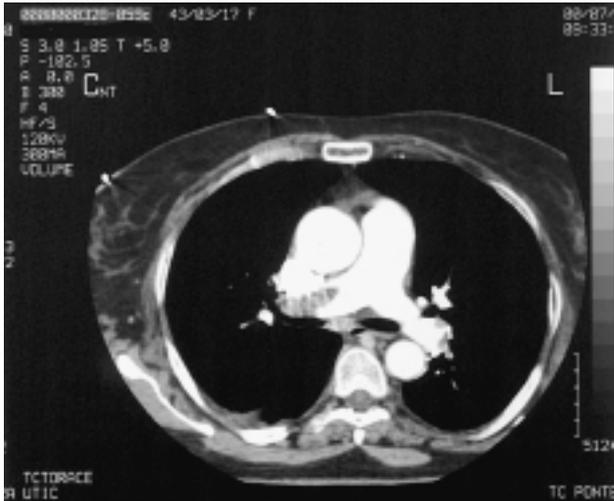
Tomografia computerizzata spirale dopo iniezione di mezzo di contrasto. Scansione a livello della biforcazione dell'arteria polmonare con evidenza di occlusione pressoché totale del ramo principale di destra e parziale a sinistra.
